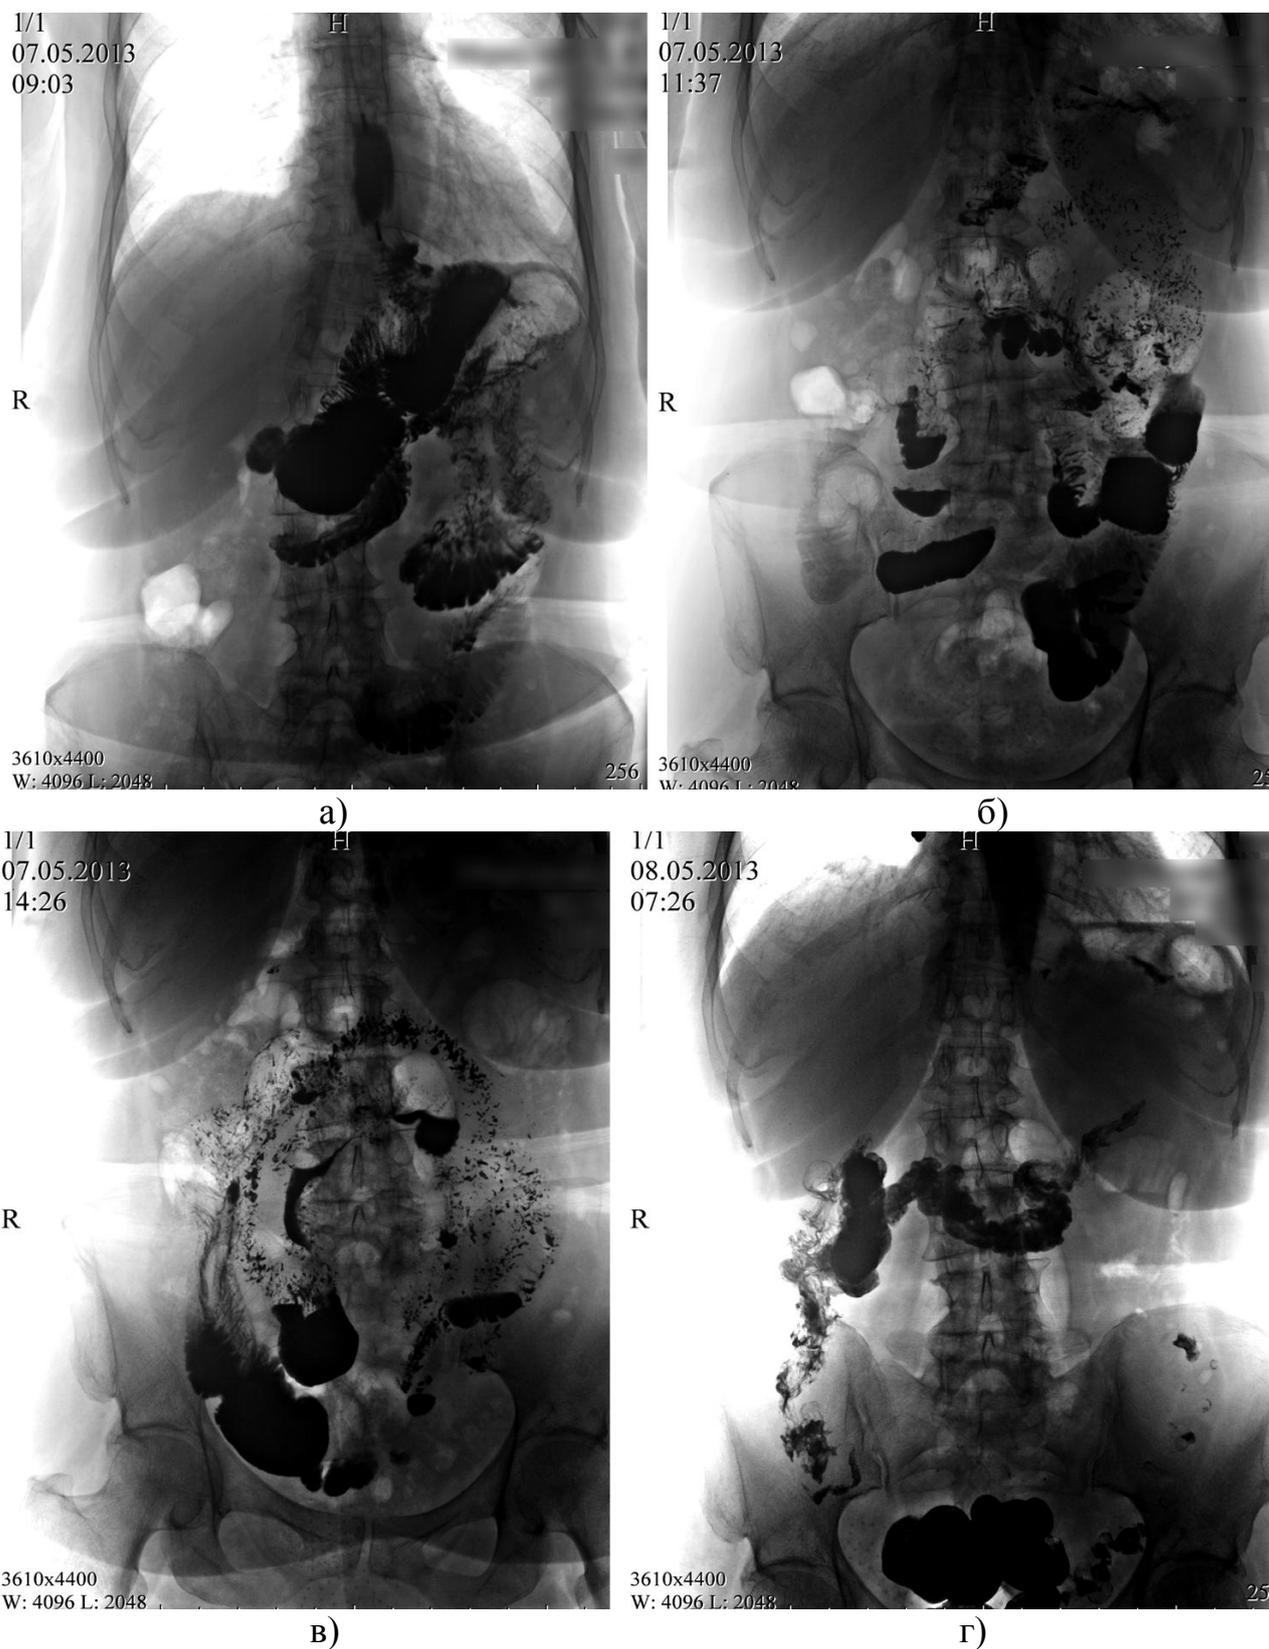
Рентгенограммы кишечного трансплантата через 3,5 года после ЕГП с оценкой эвакуации:
